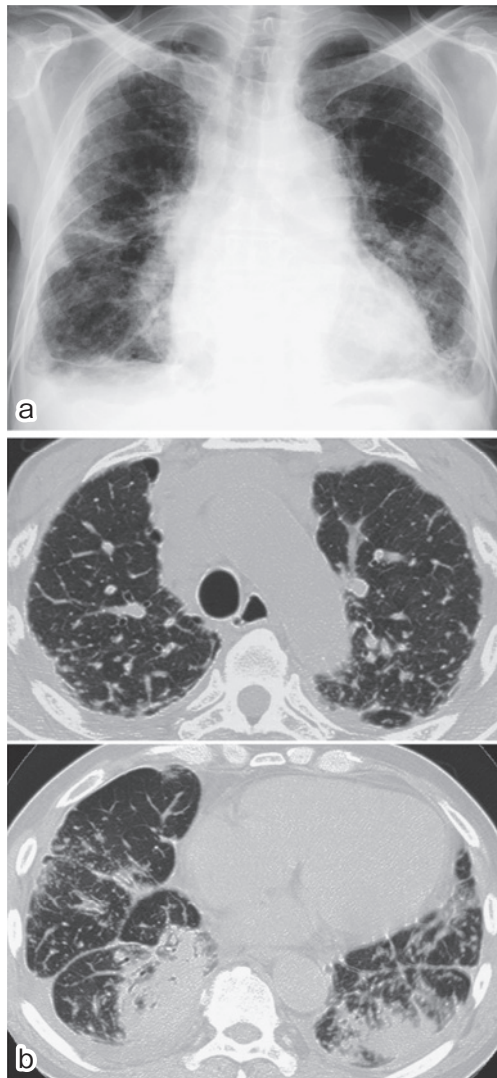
(a) A chest radiograph and (b) chest CT scan show mediastinal and bilateral hilar lymphadenopathy, large nodules, centrilobular nodules, thickening of the bronchovascular bundles, small nodules on the pulmonary arteries and pleura, interlobular septal thickening in both lower lung fields and bilateral pleural effusion.
